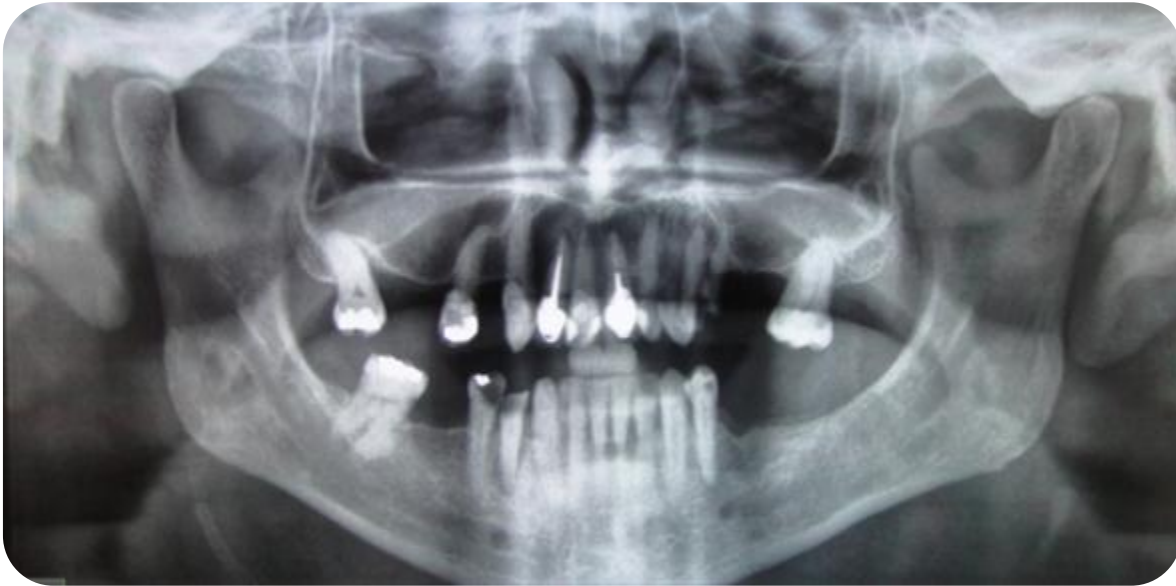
Radiografía Panorámica de los maxilares.
